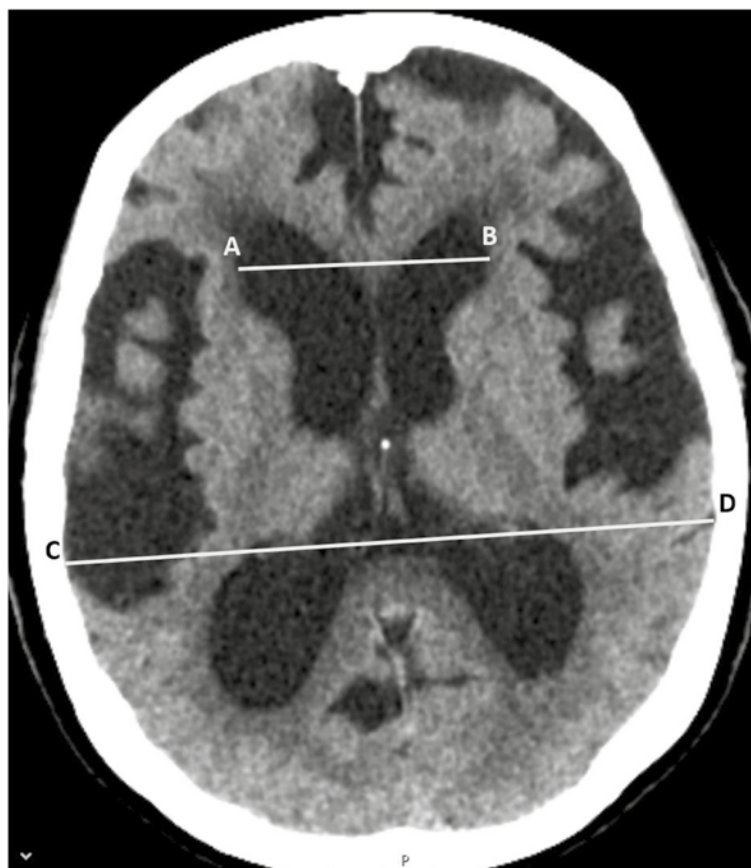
Axial CT slice in a patient with NPH. The Evans index is measured by dividing the maximal width of the frontal horns [A-B] with the maximal internal width of the skull at the same level [C-D]. In this case Evans index is 0.40.
